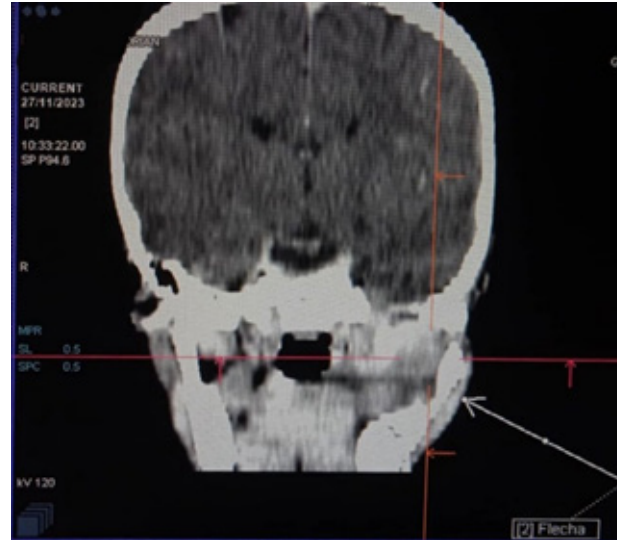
Tomografía Axial Computarizada. Vista corona. Masa tumoral con lesión lítica de la rama de la mandíbula izquierda.
